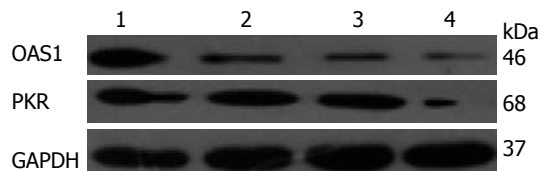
HH胶囊对细胞内OAS、PKR蛋白影响. 1: HH高浓度组; 2: HH低浓度组; 3: 3TC组; 4: 空白对照组
